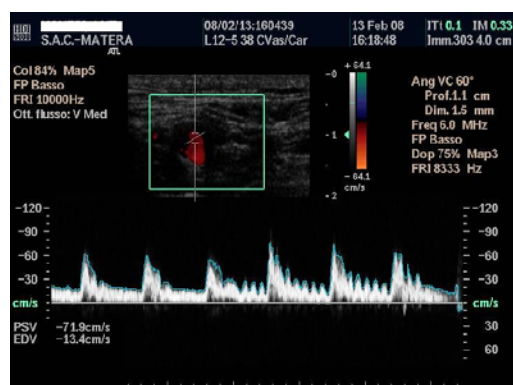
a. Eco-doppler extracranico, scansione longitudinale. Kinking e diffuso restringimento del lume dell'arteria carotide interna sinistra..
